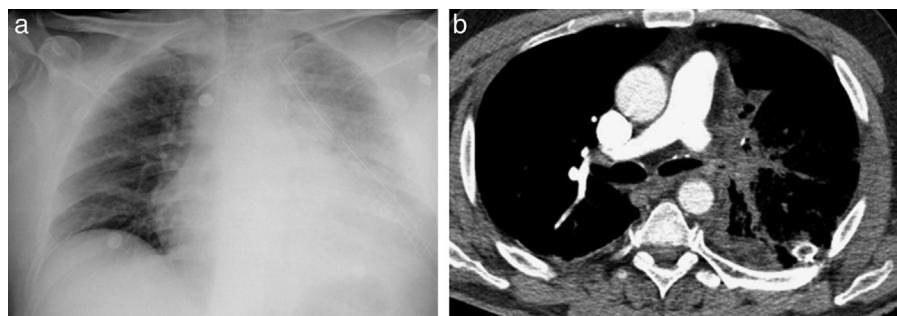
a) Radiografía de tórax en el cuarto día postoperatorio tras la lobectomía inferior izquierda. Se aprecia un infiltrado alveolar en el pulmón restante. b) En el corte axial de TC se objetiva una imagen de baja attenuación a nivel de la arteria pulmonar izquierda sugestiva de trombo y cambios en el parénquima pulmonar en relación con edema intersticial.
